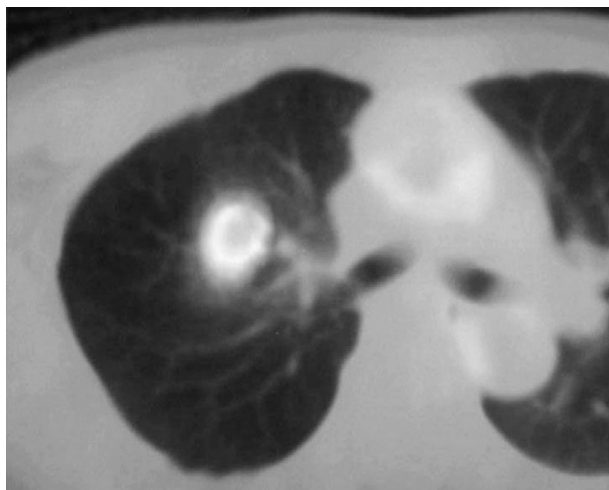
A fluorodeoxyglucose (FDG)-PET scan reveals an increased uptake in the nodule with standardized uptake value (SUV) of 4.59.
